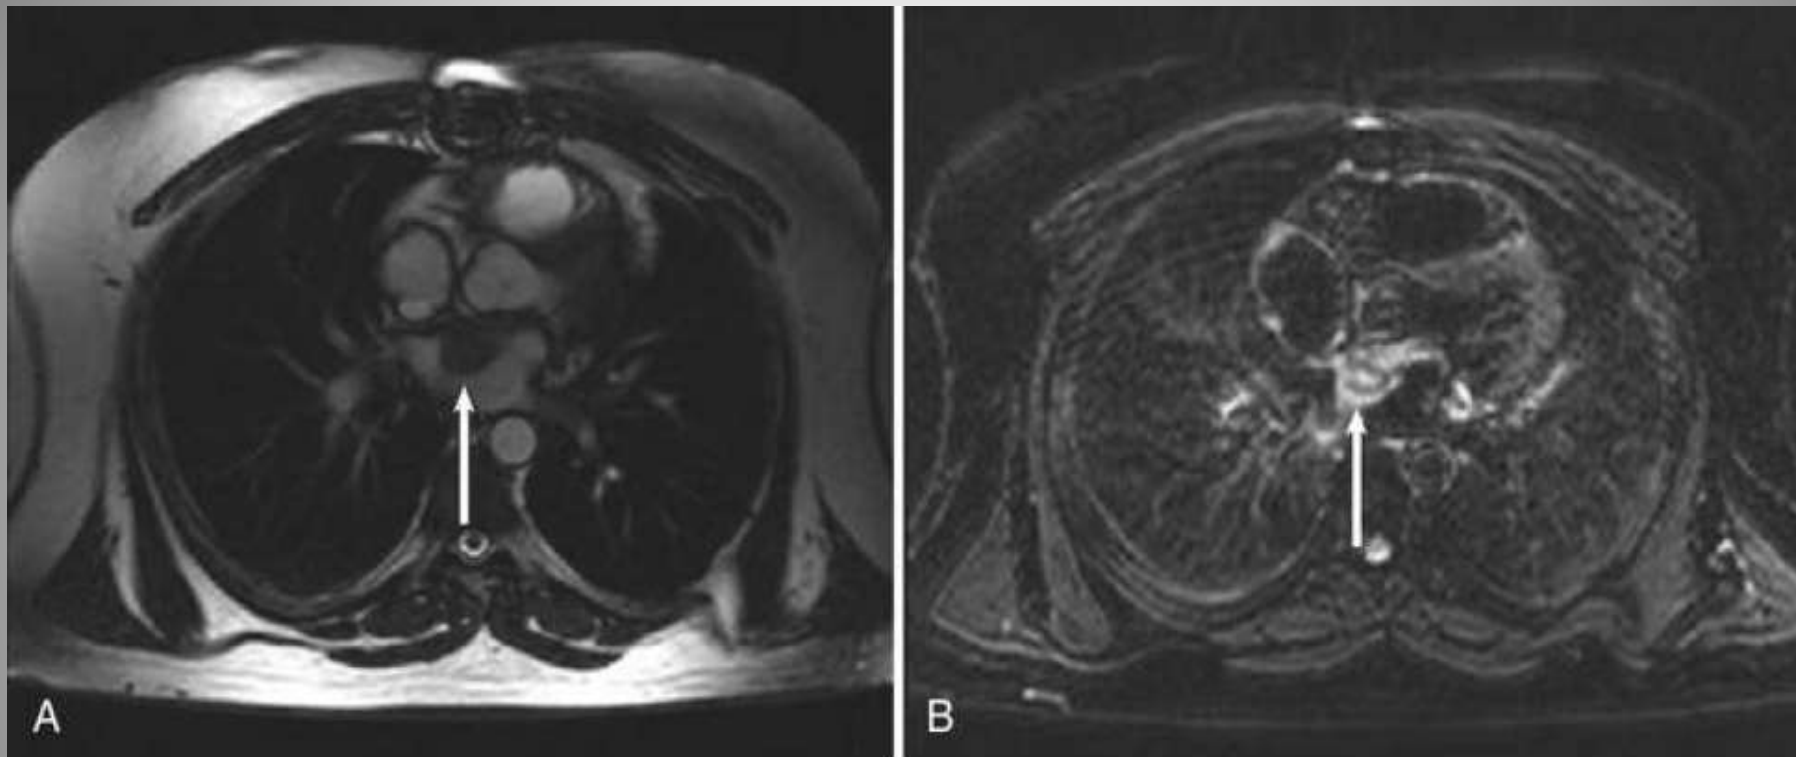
А - МРТ сердца демонстрирует большое образование в левом предсердии возле передней створки митрального клапана. В – после контрастирования, показывает высокую степень кровотока опухоли, что свидетельствует в пользу ангиосаркомы.
